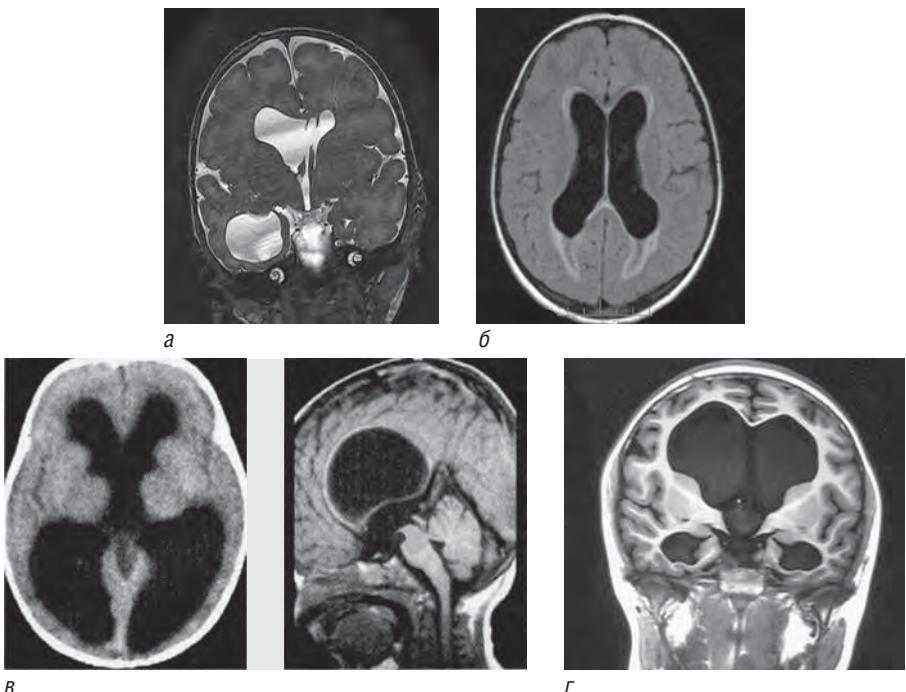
Магнитно-резонансная томограмма: *а* — моновентрикулярная правосторонняя гидроцефалия (фронтальный срез, режим Т2); *б* — бивентрикулярная гидроцефалия (аксиальный срез, режим Т1); *в* — тривентрикулярная гидроцефалия (аксиальный и сагittalный срезы, режим Т1); *г* — квадривентрикулярная гидроцефалия (фронтальный срез, режим Т1)
